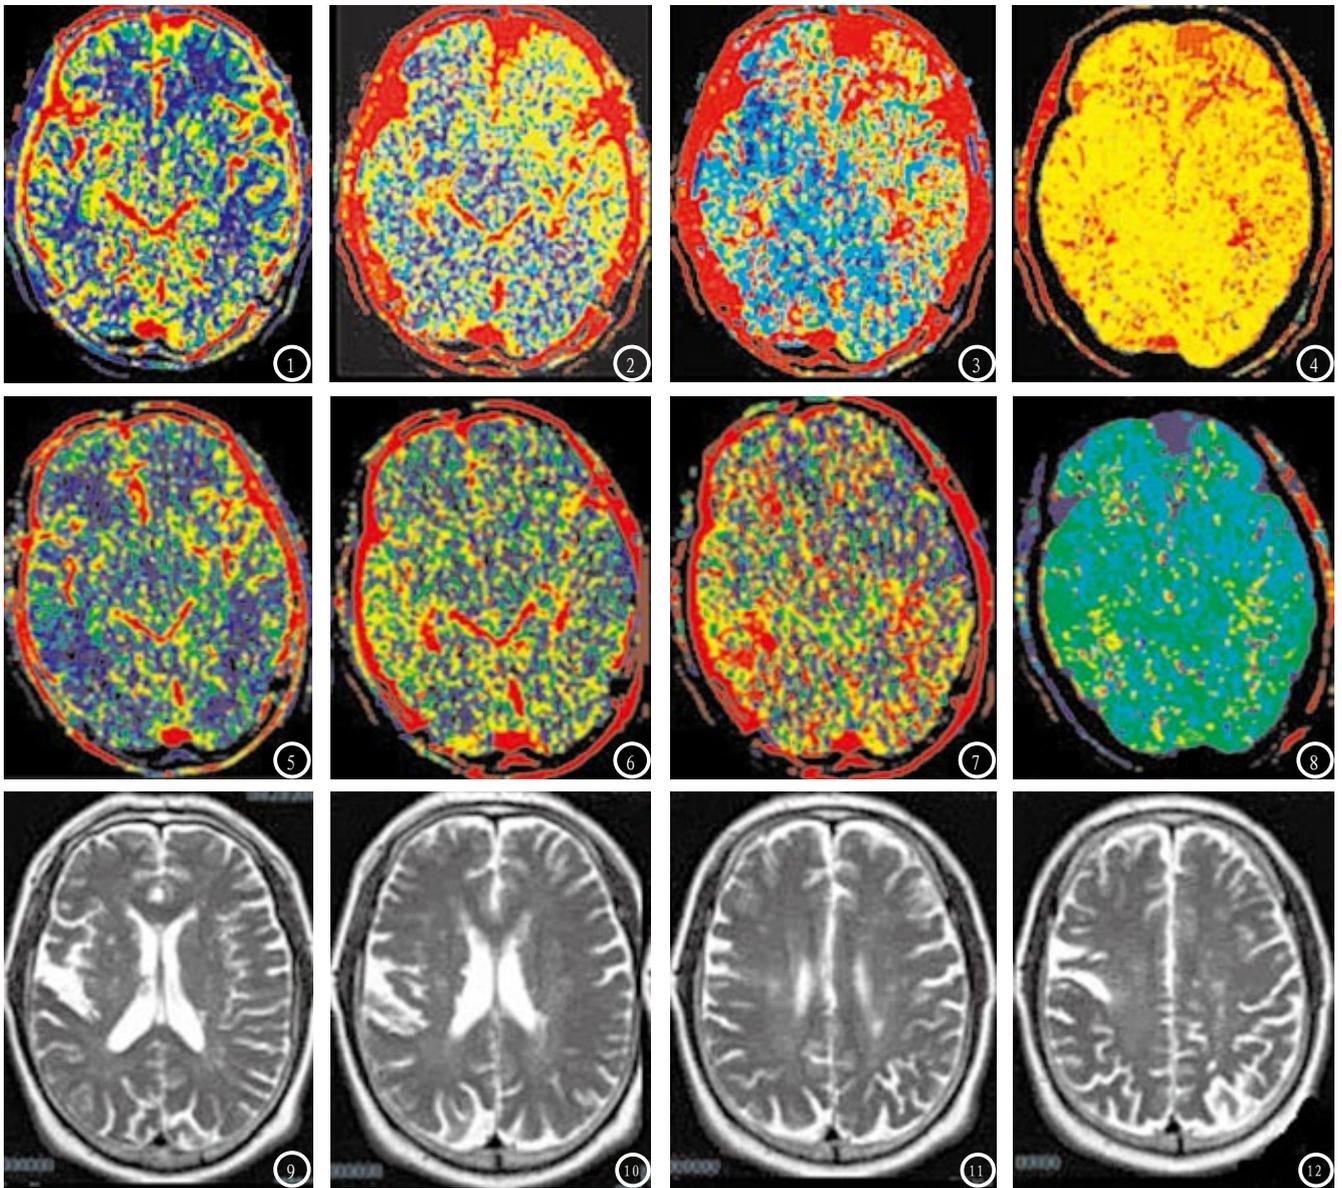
男性59岁,因发作性右上肢无力2个月就诊,体检显示无神经系统阳性体征。图1-4 CT灌注成像见左侧额叶及颞叶大脑中动脉分布区异常灌注区,其RF下降和CBV升高,MTT和PT见明显延长。图5-8 治疗后复查见原血流动力学异常区域恢复正常。图9-12 MR平扫未发现异常。
